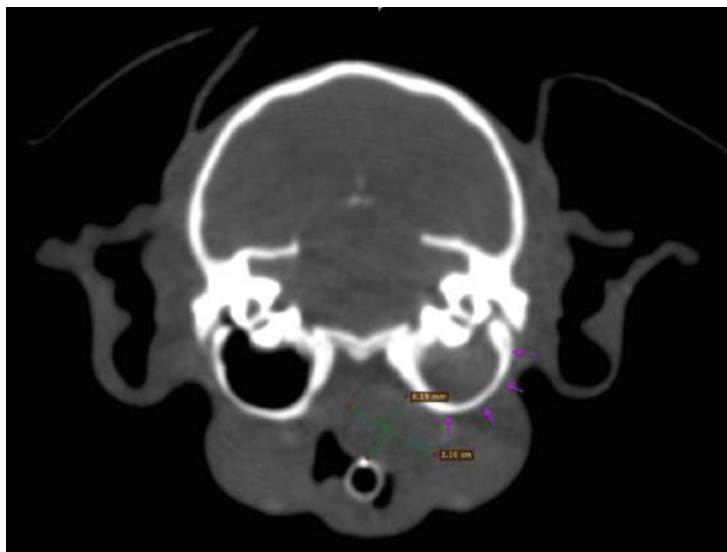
imagen de TC. Corte coronal en el que se aprecia la afectación de la bulla timpánica derecha (flechas moradas) y la presencia del nódulo nasofaríngeo (medidas) que se encuentra desplazado hacia ese mismo lado (img 1790)
